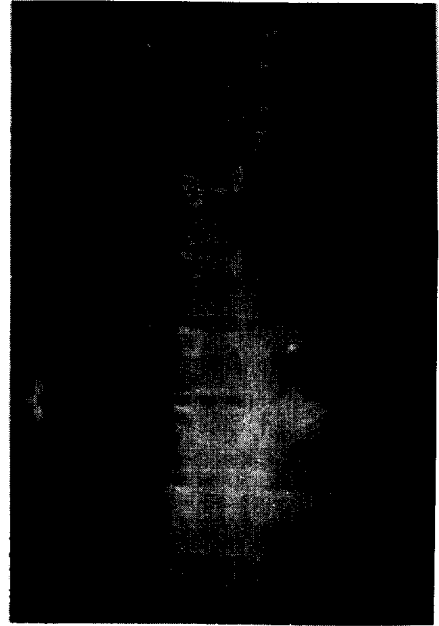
Thoracic spine A-P radiograph demonstrates bony destructive changes at the 9th & 10th ribs and left transverse processes.
